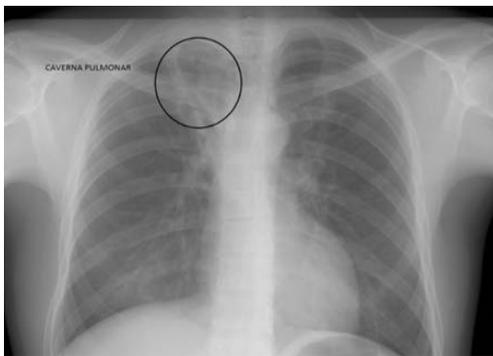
Radiografía AP de Tórax.
